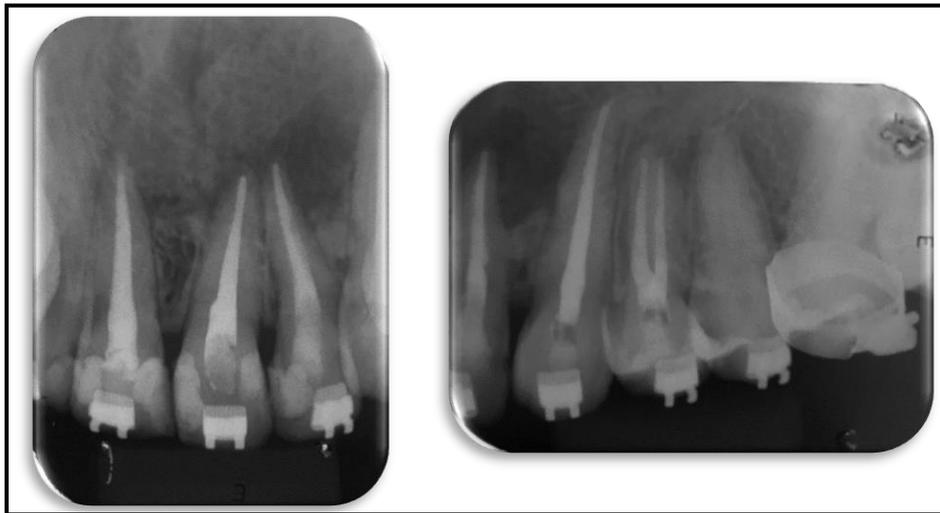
Radiografia final – Obturação dos canais radiculares
